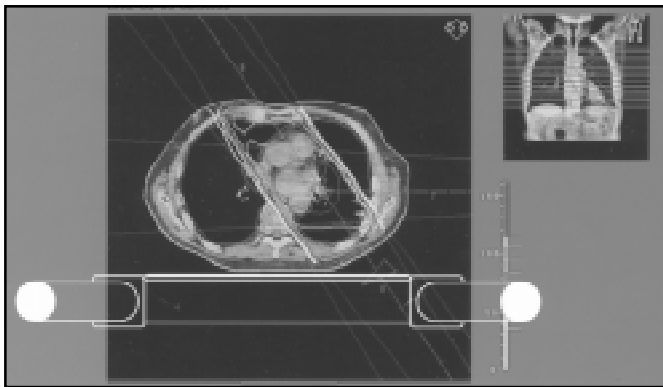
Зображення на дисплеї планувальної системи КТ-скана з варіантом розподілу доз у грудній клітці
